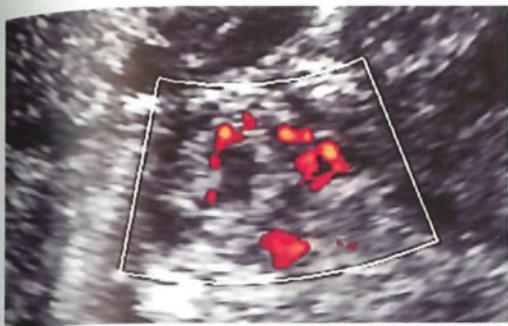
Ecografia transvaginale bidimensionale in un caso di gravidanza a impianto ectopico tubarico. L'immagine mostra la camera gestazionale ectopica circondata da un anello iperecogeno espressione del trofoblasto che il power-Doppler evidenzia come intensamente vascularizzato.
